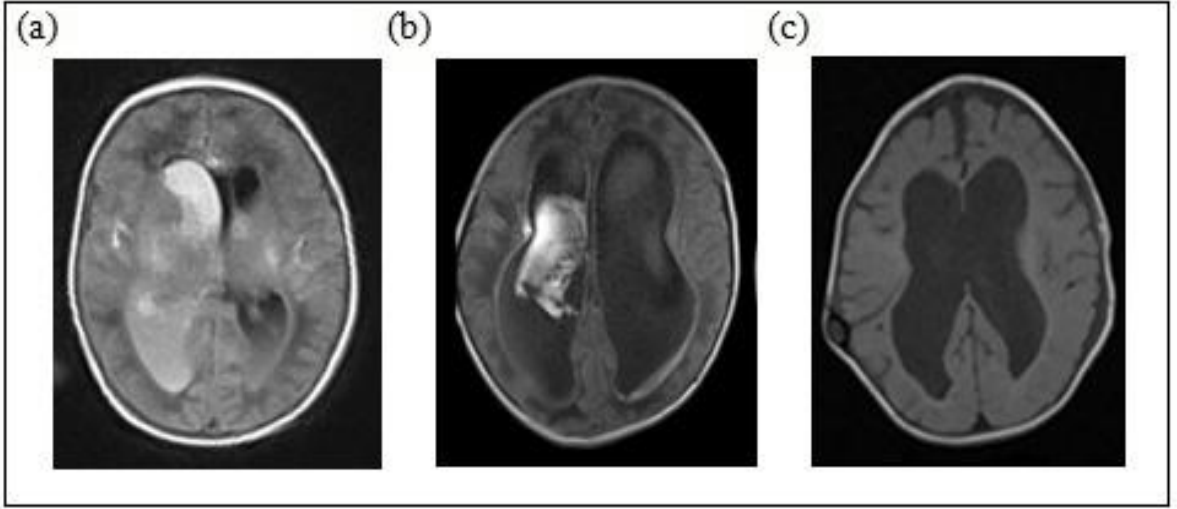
Grup 2'deki 17 nolu vakanın MRG incelemesi. (a) 25 günlükken çekilen aksiyal T1 ağırlıklı kranial MRG'de sağ lateral ventrikülde seviyelenme gösteren germinal matriks kanaması izlenmektedir. (b) 2 aylık kontrol aksiyal T2 ağırlıklı kranial MRG'de hipointens muhtemel subependimal kanama sekeline ait bulgular görülmektedir.
